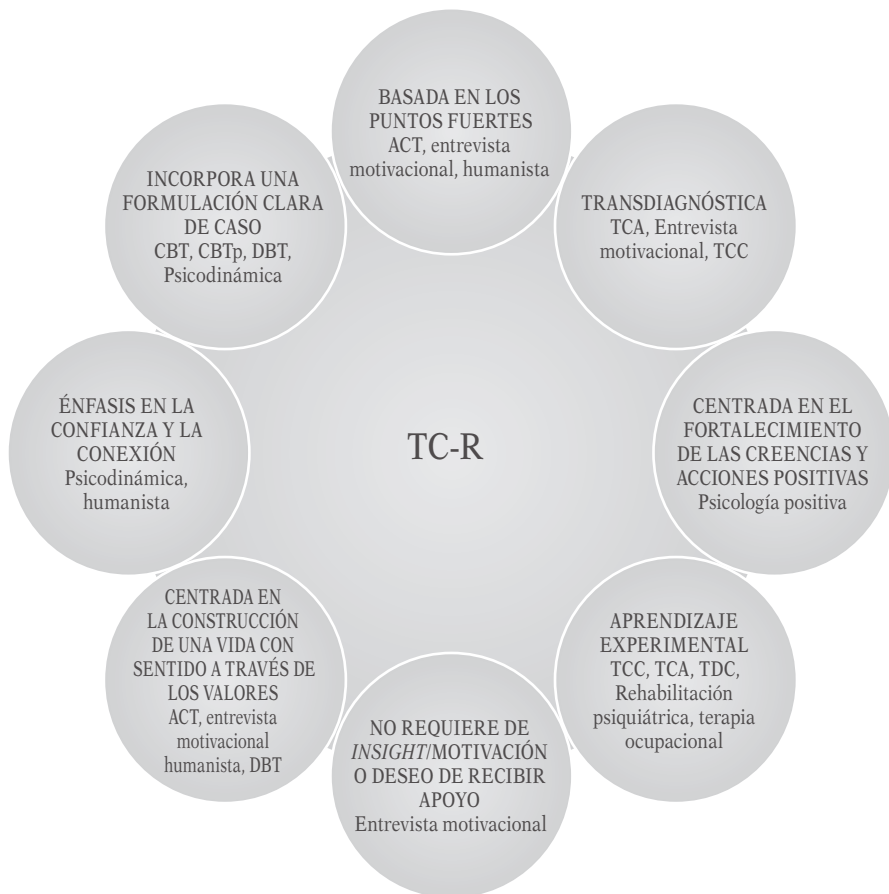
Superposición de la TC-R con otros enfoques. TCC, terapia cognitivo-conductual; TCCp, terapia cognitivo-conductual para la psicosis; TDC, terapia conductual dialéctica; TCA, terapia de aceptación y compromiso.
